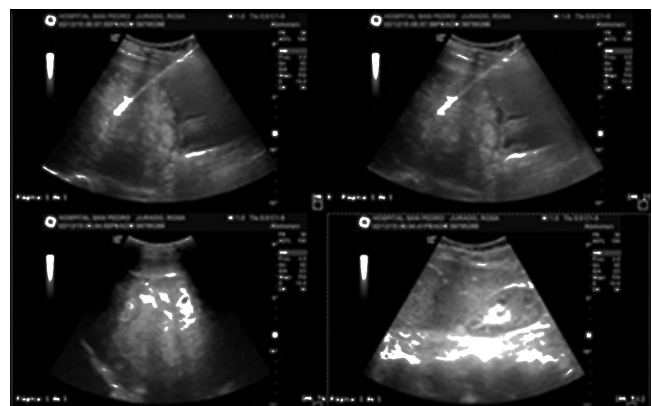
Ecografía de hígado y vías biliares. Múltiples lesiones focales de posible origen metastásico.
